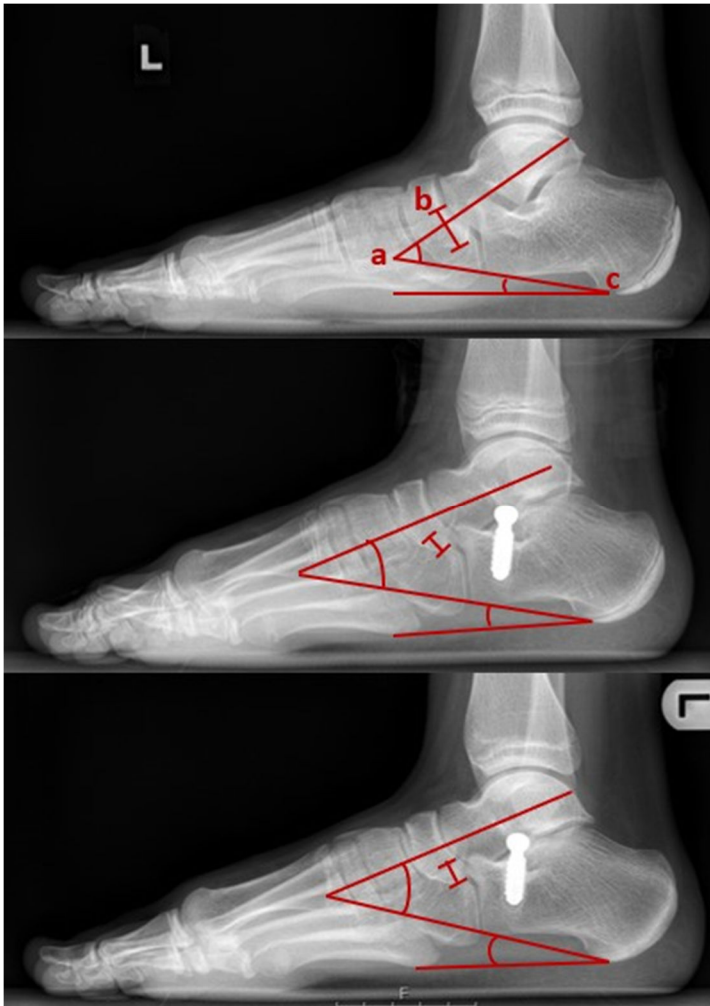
Röntgenbilder lat. Strahlengang : Fuß links, präoperativ, postoperativ, Follow-up (v.o.n.u.); a=TCA lat., b=NCI, c=CP; (Bestand Universitätsklinikum Düsseldorf, genehmigte Nutzung von Univ.-Prof. Dr. med. Antoch), modifiziert nach [2]
